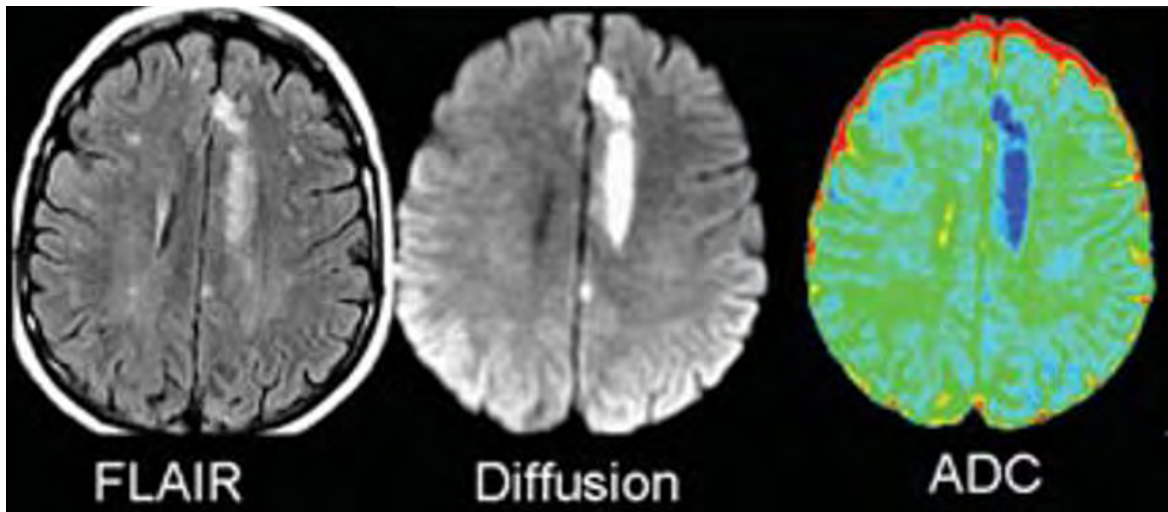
IRM cérébrale effectuée 12h après la survenue brutale d'un déficit du membre inférieur droit montrant un hypersignal au niveau de l'artère cérébrale moyenne gauche en séquence FLAIR, mieux visible en diffusion avec baisse de l'ADC [94].
